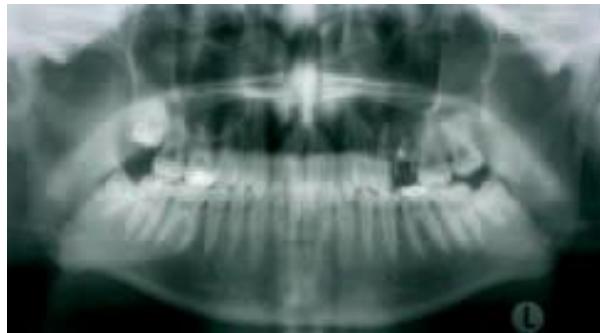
(5) Ortopantomografía que muestra terceros molares y el diente 25 indicado para extracción; el cual puede ser reemplazado con un autotrasplante de tercer molar.
